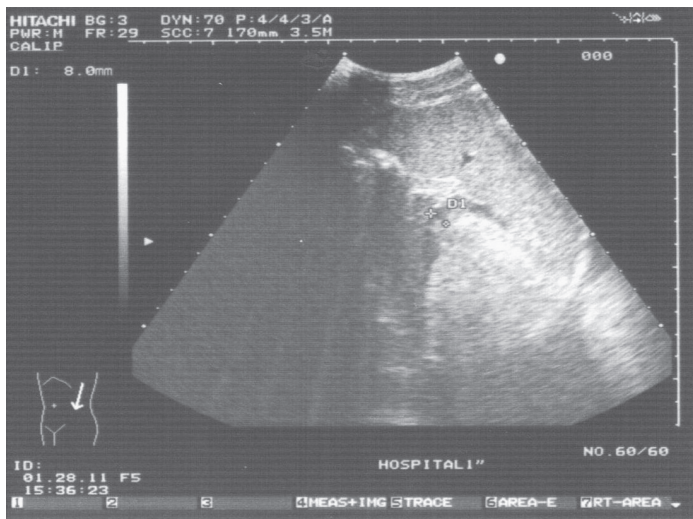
УЗИ селезенки: В-режим с оценкой диаметра v. lienalis
